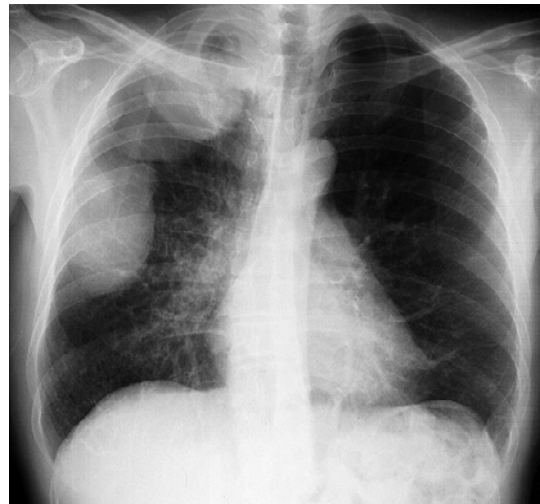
Chest radiography showing 2 tumor masses in the right upper and middle lung fields.
